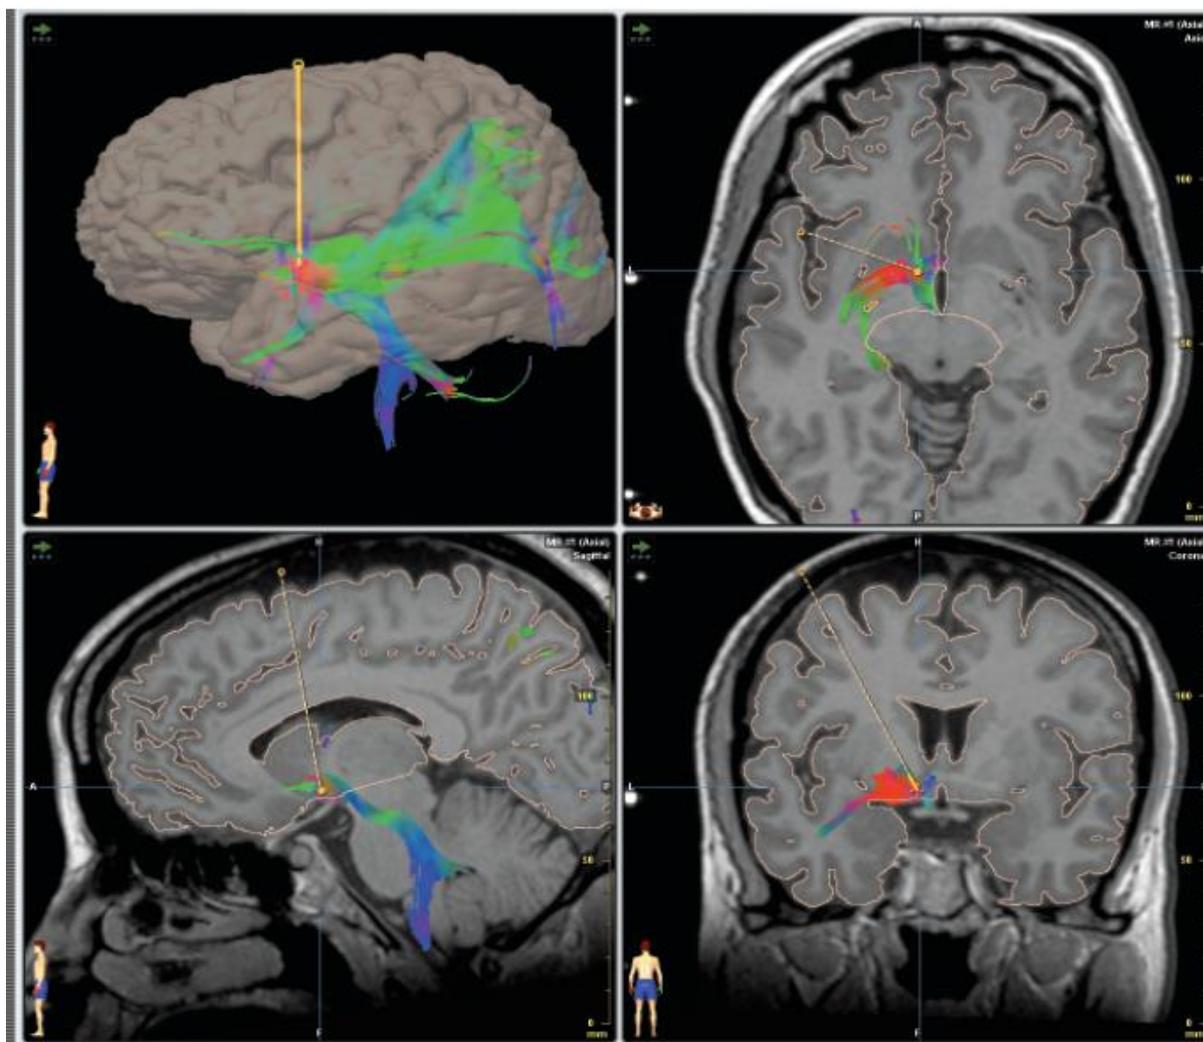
Imagens de RM obtidas por estereotaxia que mostram a localização anatómica da Área 25 de Broadmann e o seu local de estimulação (Hauptman J, 2008).
